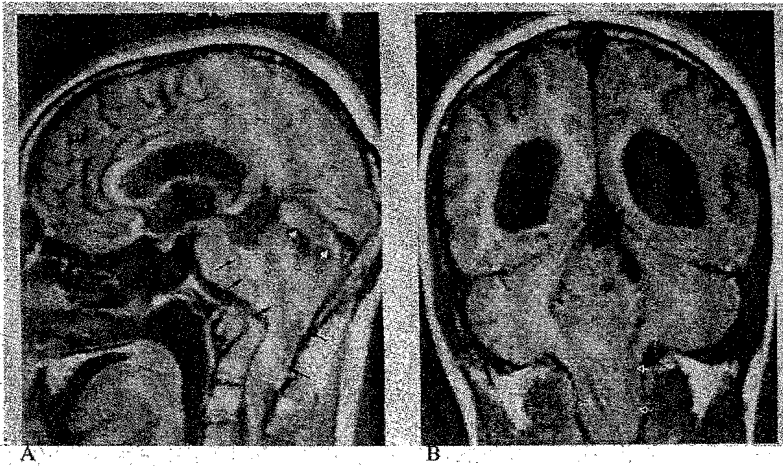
Ependimoma imágenes por RM.
